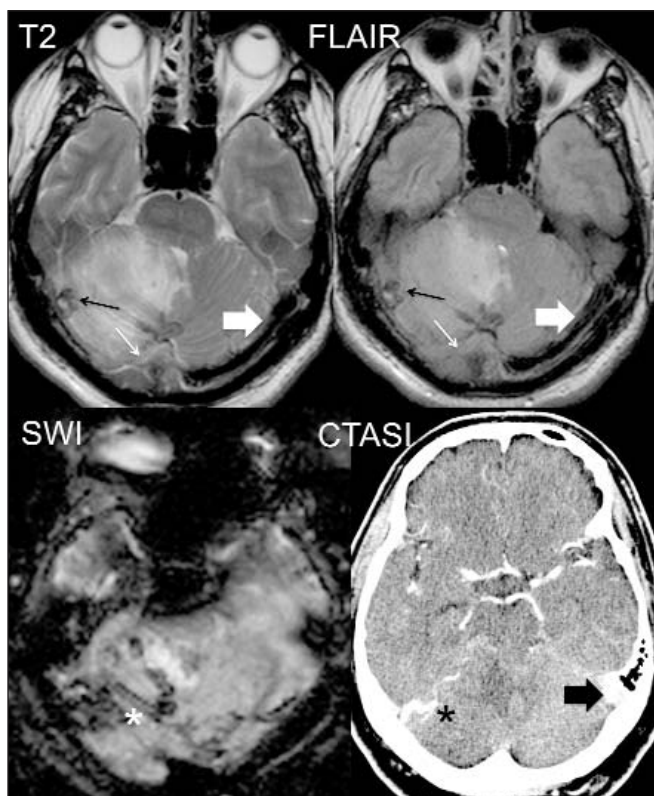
Мультимодальная нейровизуализация. На T2 и FLAIR видны кластеры пустот потока (черная тонкая стрелка) в области правого поперечного синуса, которые на SWI и исходных сканах КТА (CTAS) соответствуют патологически расширенным и извитым венам, отходящим от ТМО и идущим в паренхиму мозжечка (звездочка) — косвенные признаки фистулы. Левый поперечный синус хорошо контрастируется на CTAS (черная широкая стрелка), а на T2 и FLAIR виден как феномен пустоты потока (белая широкая стрелка): нормальный синус. Правый поперечный синус не контрастируется на CTAS, а на T2 и FLAIR феномен пустоты потока отсутствует (белая тонкая стрелка): косвенные признаки тромбоза
